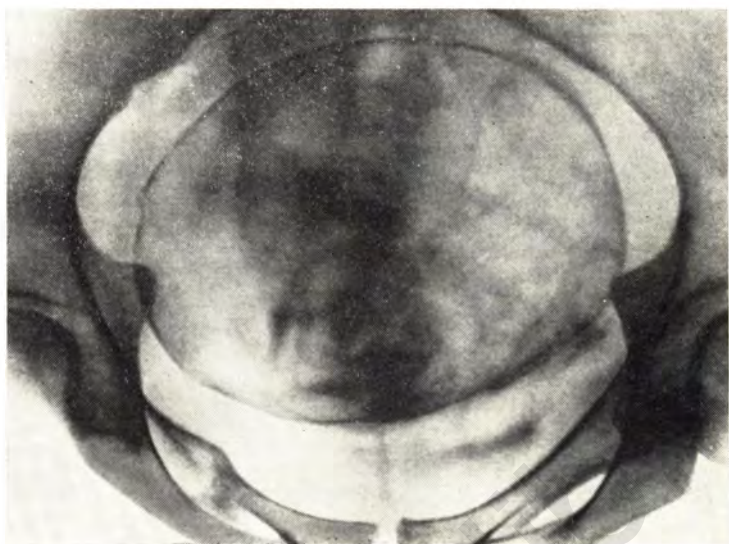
Рентгенограмма входа в таз. Вход в малый таз правильной поперечно-овальной формы. Сросшийся перелом правой лонной и седалищной костей.
